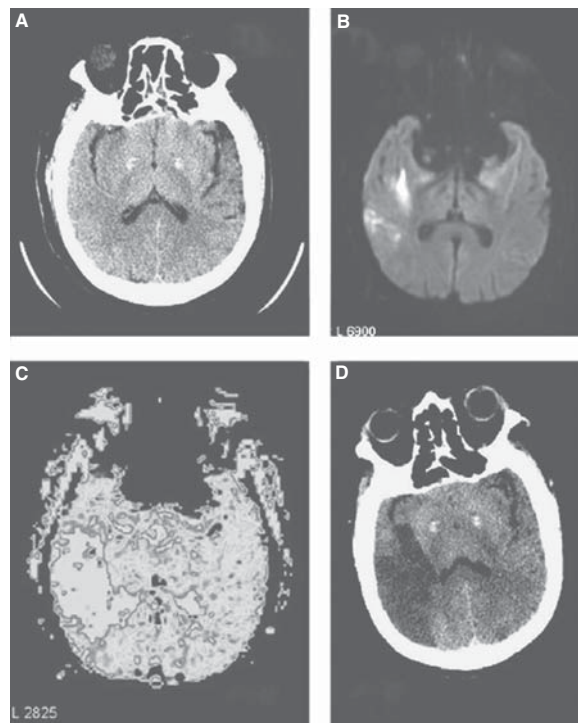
Paciente de 78 años con hemiparesia izquierda de una hora de evolución. A) TC cerebral axial sin contraste. B) Resonancia magnética por difusión mostrando restricción de la difusión del agua en el lóbulo temporal derecho que presenta el área infartada. C) El tiempo de tránsito medio deja ver una zona anormal de perfusión más amplia, representando la penumbra. D) Luego de trombólisis fallida en la TC cerebral se observa expansión del infarto en una extensión similar a la observada en el mapa del tiempo de tránsito medio.
